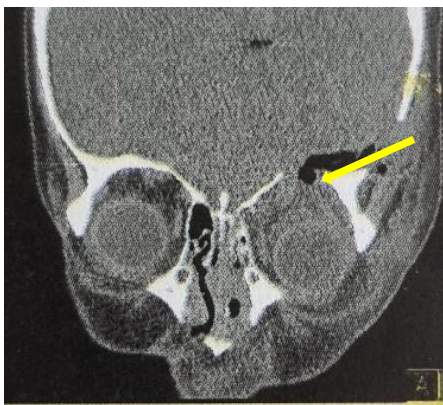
Kraniales CT, koronare Projektion. Dislokation des Bulbus oculi infolge Fraktur aller Orbitawände. Konsekutive Hernierung des Frontallappens und Pneumocephalus (gelber Pfeil).
